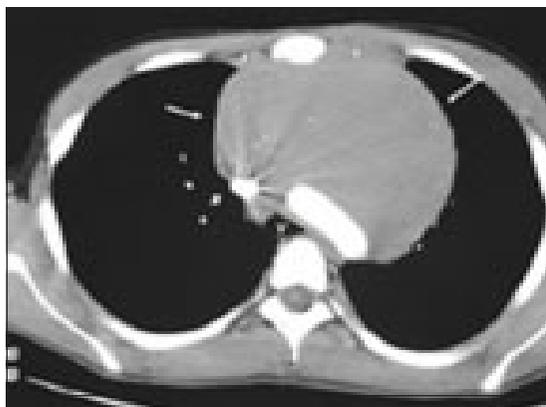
TAC de tórax. Corte axial a nivel del cayado aórtico. V: vía aérea.
